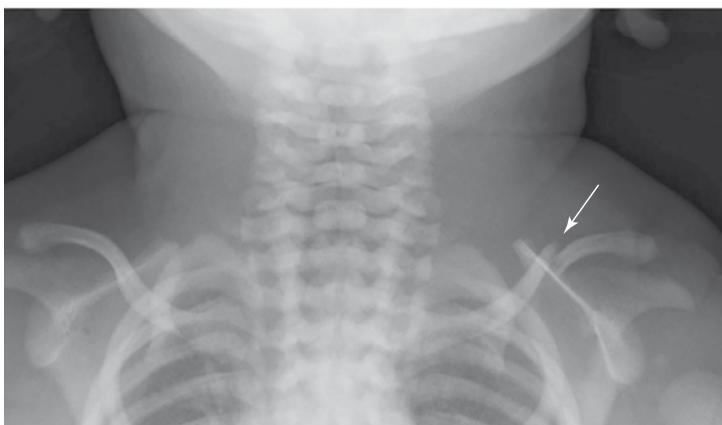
Fractura de clavícula izquierda (radiografía)
